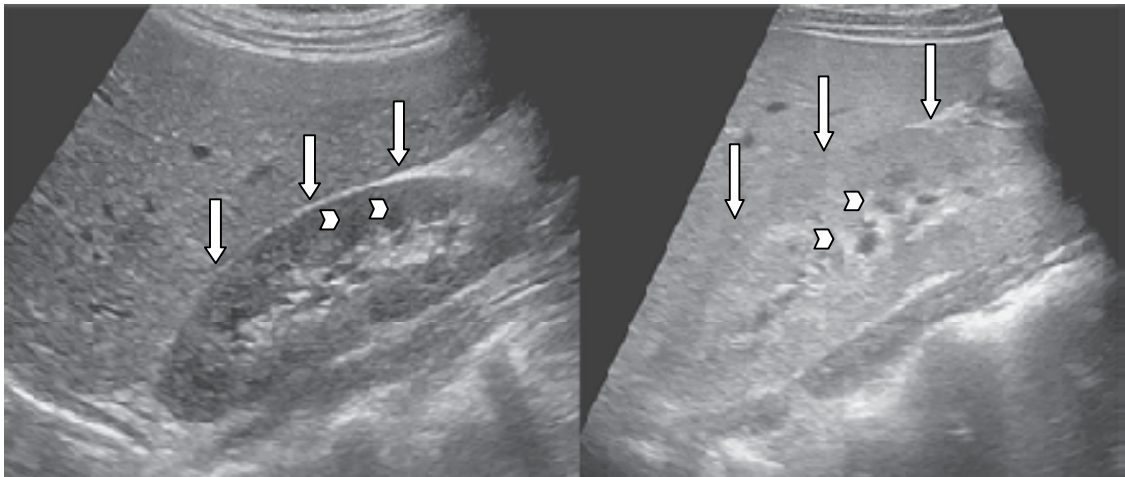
A gauche: le rein normal, les pyramides médullaires sont visibles en profondeur dans le rein (pointes des flèches) et sont entourés par le cortex rénal (flèches). A droite: l'image échographique montre le rein d'un patient avec SLT, dans lequel il y a une perte de la différenciation corticale normale (pointes des flèches) et une mauvaise visualisation des pyramides rénales et le rein est anormalement agrandis (flèches) [64].
